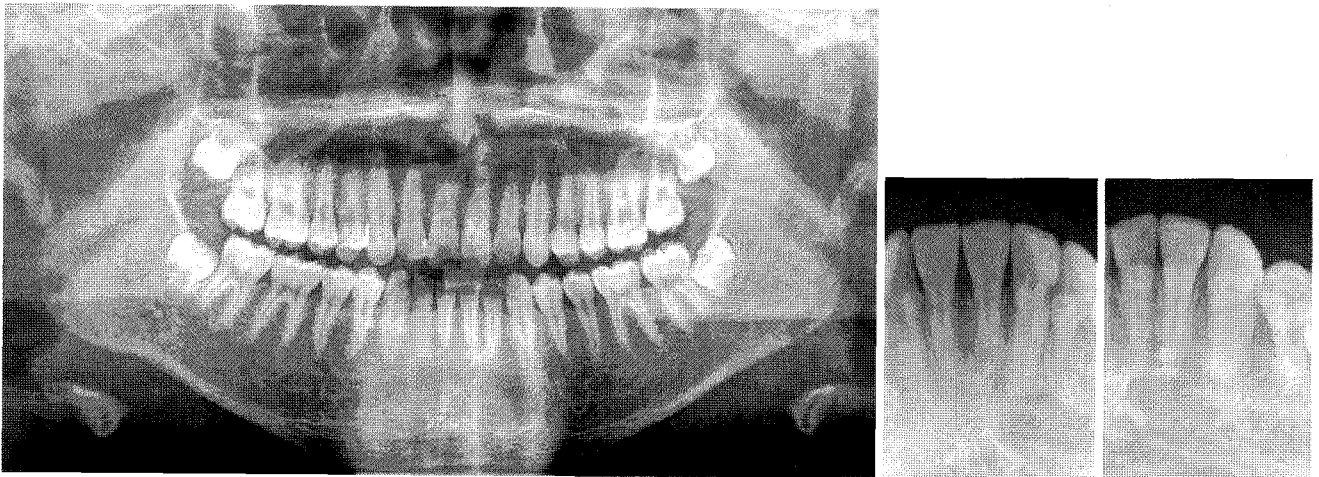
Panoramic & periapical radiographs of the younger brother show a moderately defined radiolucent area on the mandibular anterior area. Lamina dura of the involved tooth is intact.
